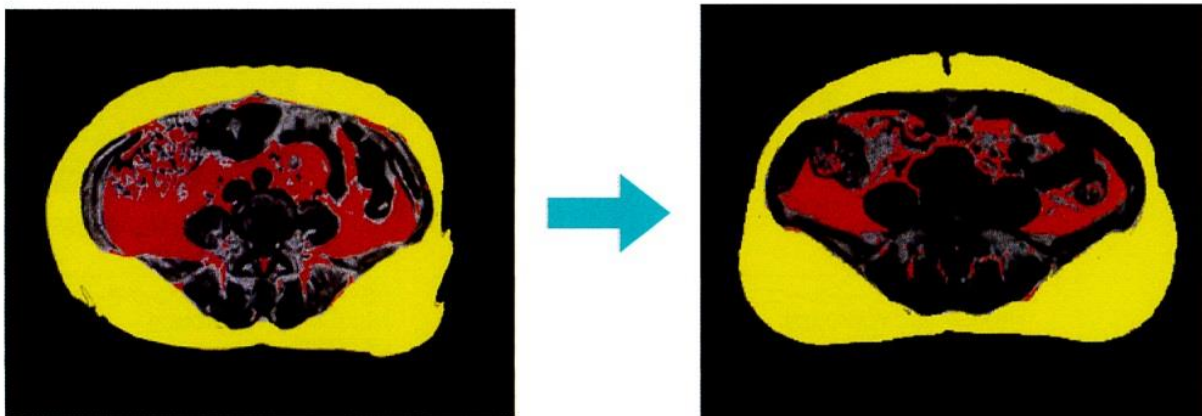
使用前と1ヶ月後のMRIによる皮下脂肪断面積と内臓脂肪断面積の比較測定
